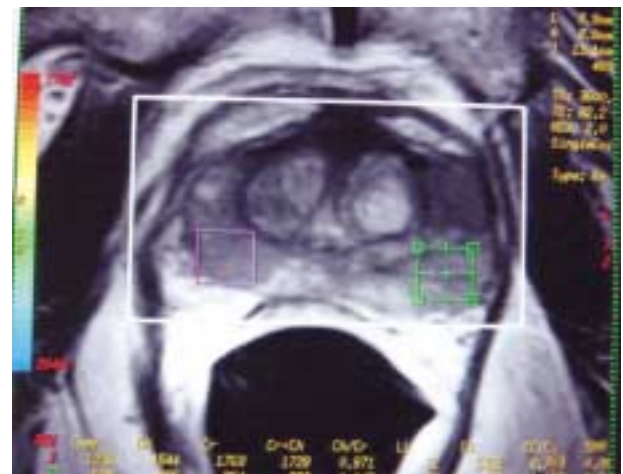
Zonas con discreta hipodensidad periférica en la imagen de resonancia magnética.
